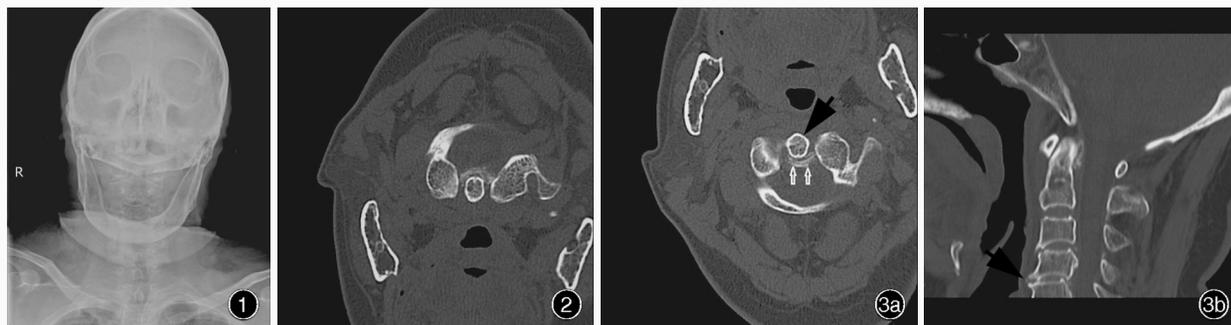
张口正位颈椎X检查显示,寰齿关节间隙左宽右窄,寰枢椎间隙对称 图2 颈椎冠状位CT扫描,寰枢椎左右侧块与枢椎齿状突距离基本相等,约为0.30 cm,齿状突与寰椎前弓间距未增宽 图3 寰枢关节CT检查所见 3a 矢状位CT显示,寰齿关节间隙内可见环状高密度影(箭头所示) 3b 冠状位CT显示,颈椎椎体边缘骨质增生、C₄₋₅椎间隙明显狭窄(箭头所示)
